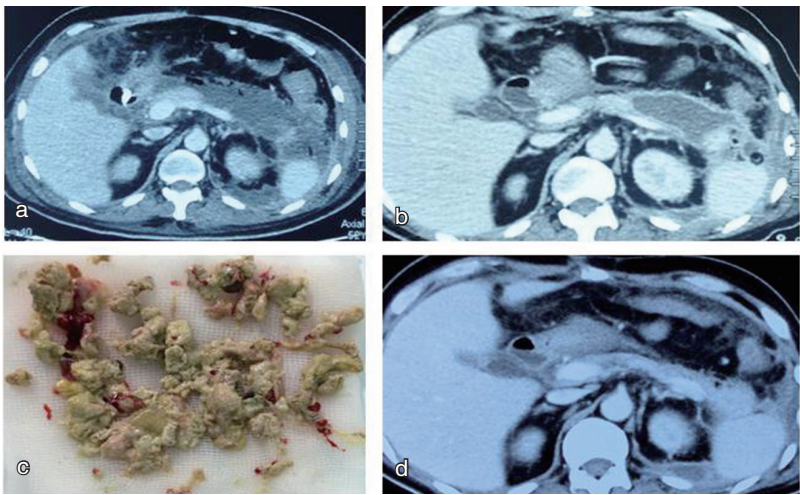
PCD、MARPN 治疗 IPN 前后的 CT 对比 (step-up)
